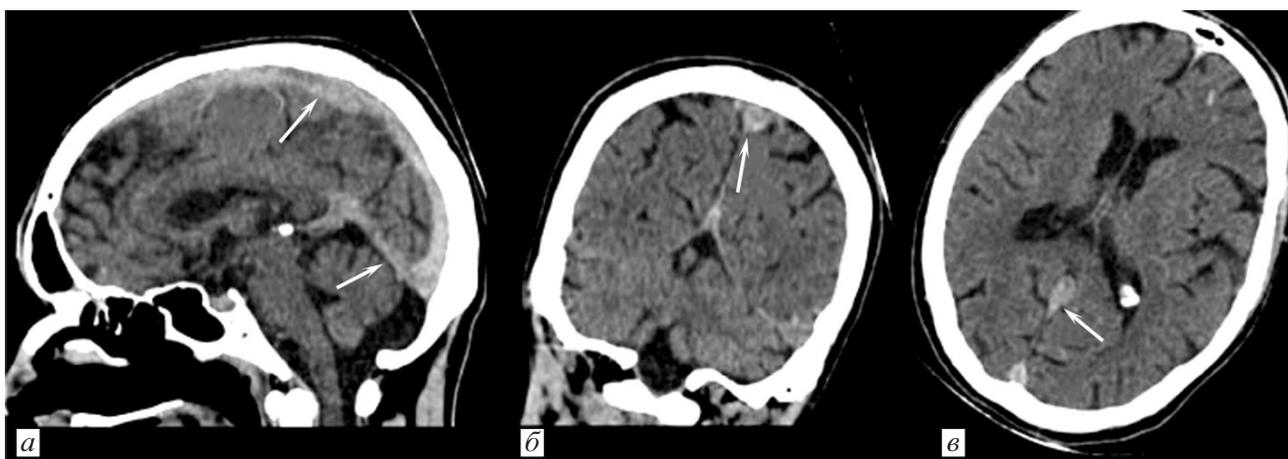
СКТ головного мозга пациента Н., 43 года.
